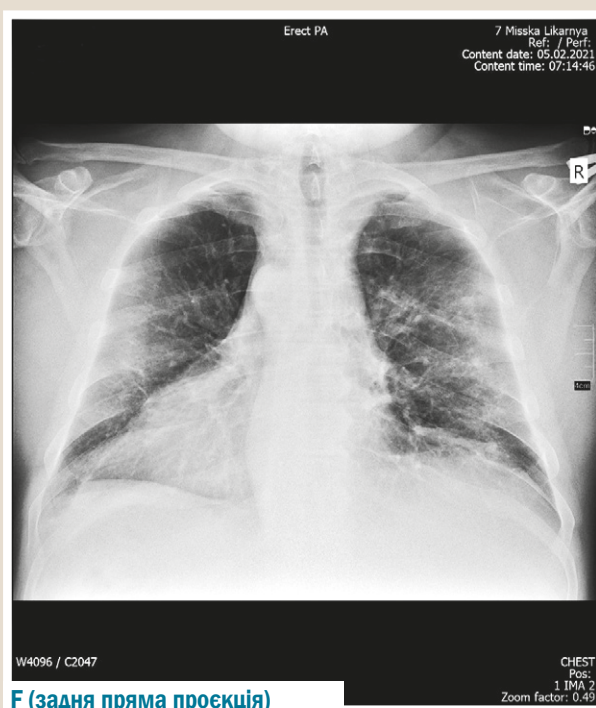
1Е–Н (продовження). Рентгенограми органів грудної порожнини пацієнта:
